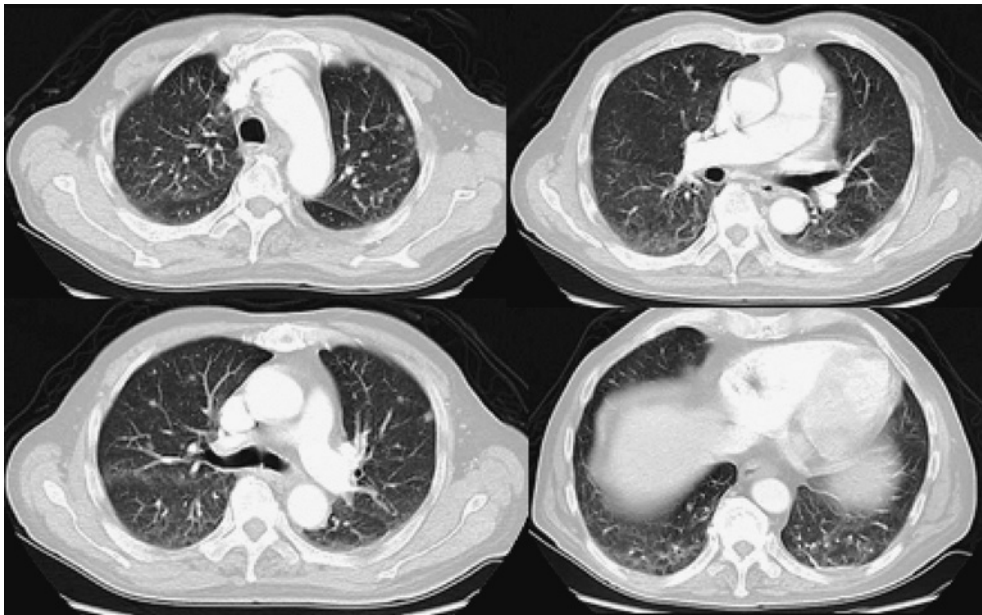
Chest CT on admission showing bilateral multiple nodules in the upper and middle lobes.
